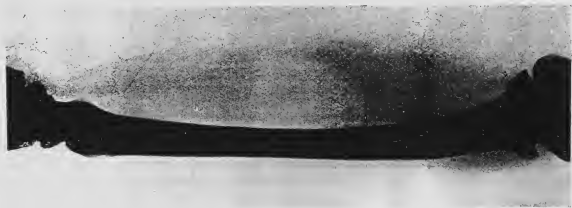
Radiographie d'un lipome profond de la loge antérieure de l'avant-bras. Image claire, régulièrement ovalaire, découpée dans l'ombre des parties molles sans ligne bordante d'épaississement.
